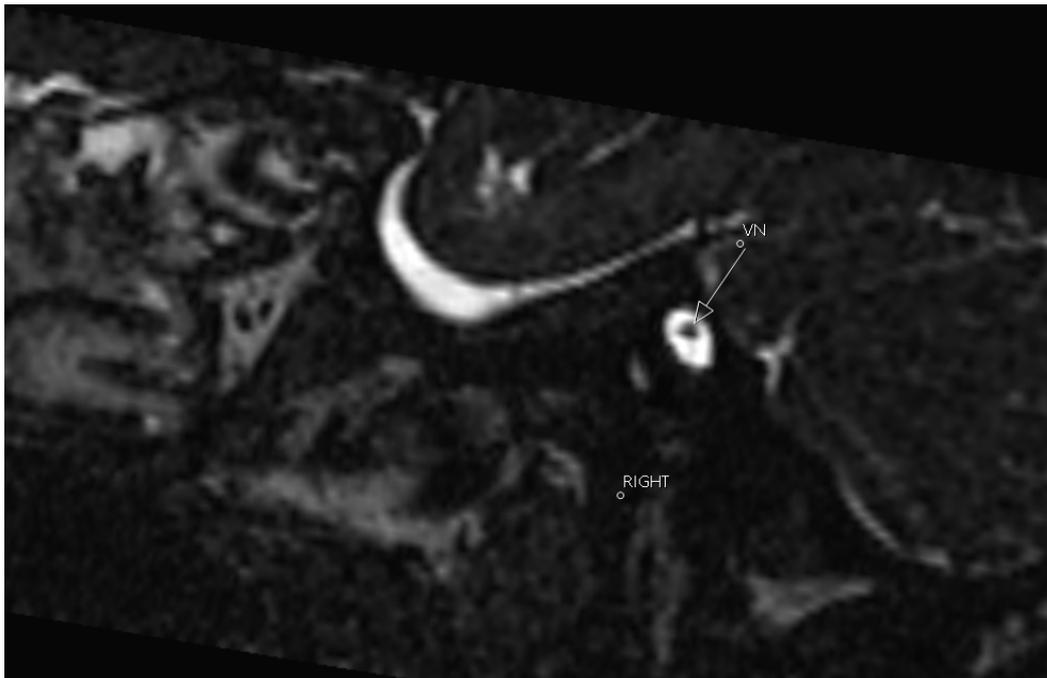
Ressonância Magnética em corte axial intercetando o ouvido interno direito mostrando a ausência dos conteúdos do nervo facial e coclear no canal auditivo interno.
